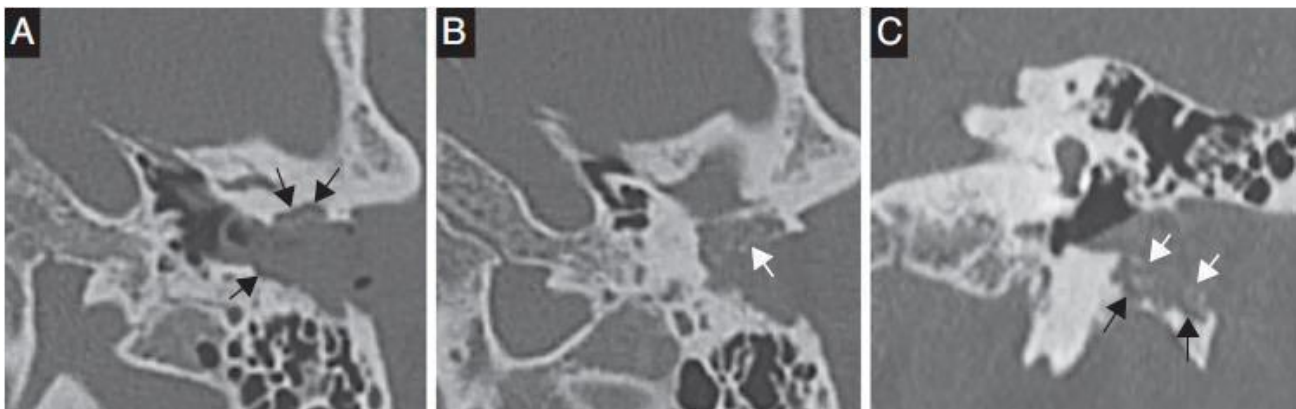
Colesteatoma del CAE. Hombre de 49 años con historia clínica de otorrea crónica, otalgia e hipoacusia progresiva. Imágenes transversales de TC en ventana de hueso (A y B, superior e inferior) y reconstrucción coronal (C) que muestran una masa de partes blandas en el CAE que erosiona sus paredes (flechas negras) y presenta fragmentos óseos en su interior (*bony flakes*) (flechas blancas).
